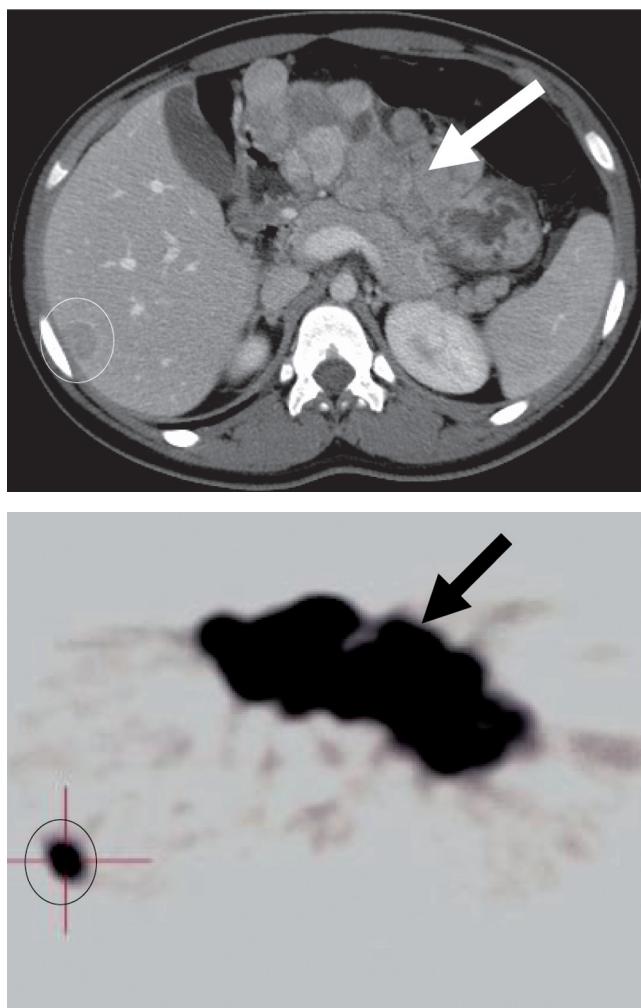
Imagens de TC abdominal e PET ^{18}F FDG. Neoplasia gástrica primitiva (seta) e metástase hepática (circulo).
